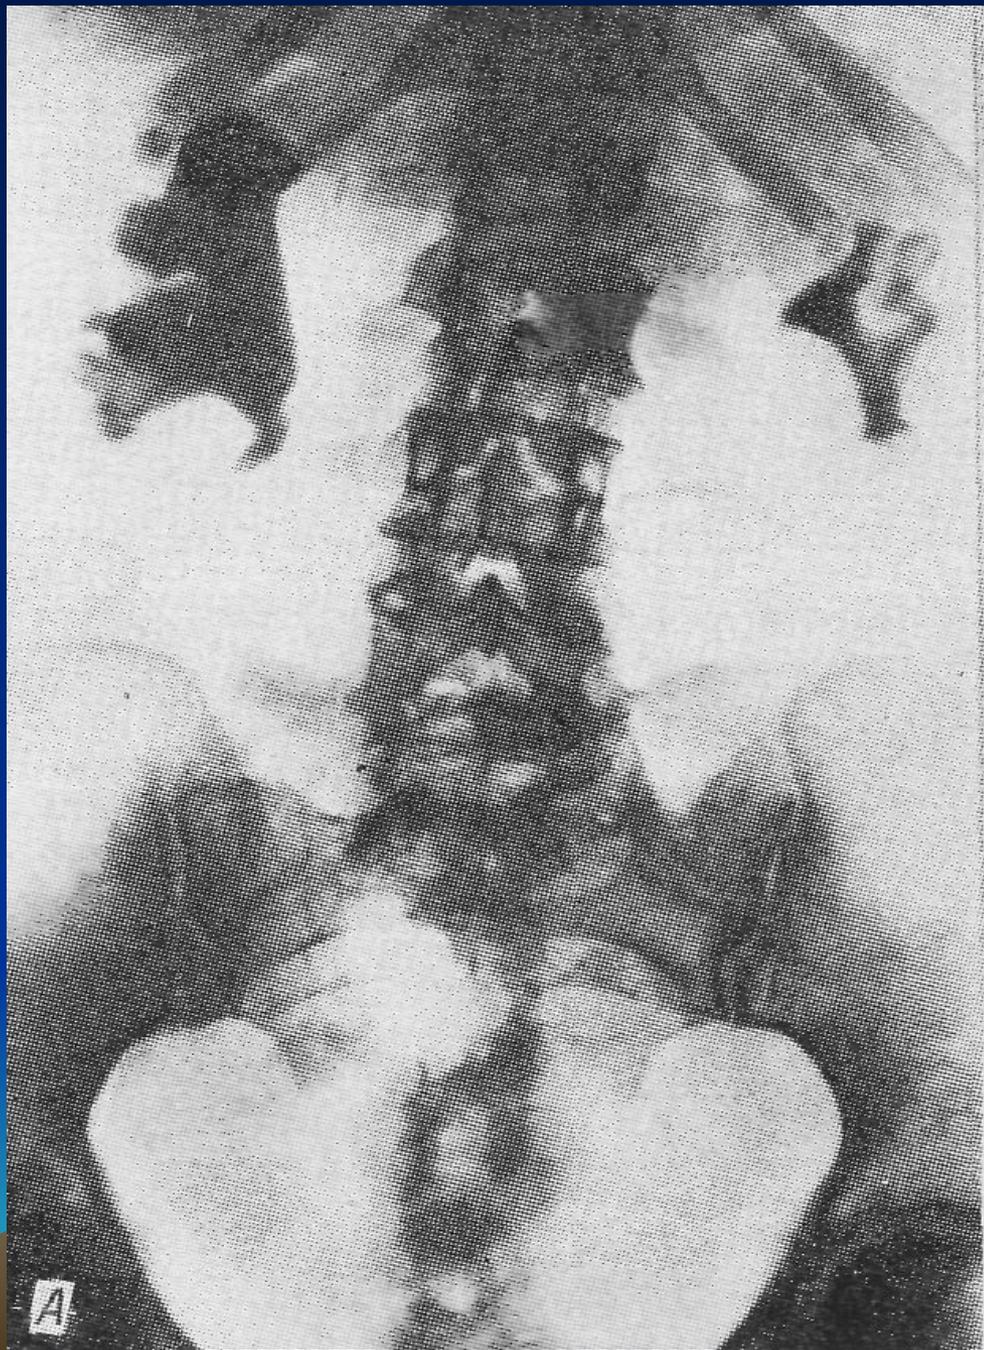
Ретроградная пневмоцистограмма у больного с рентгеноконтрастным камнем лоханки левой почки
